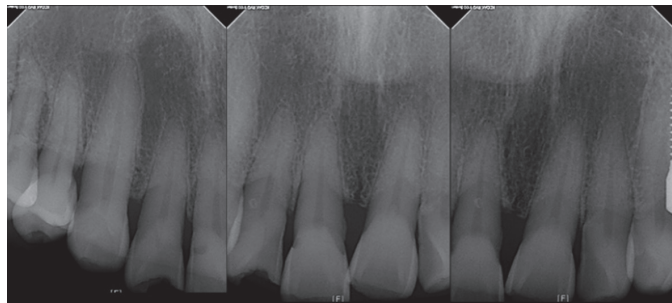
Initial standard radiograph.
